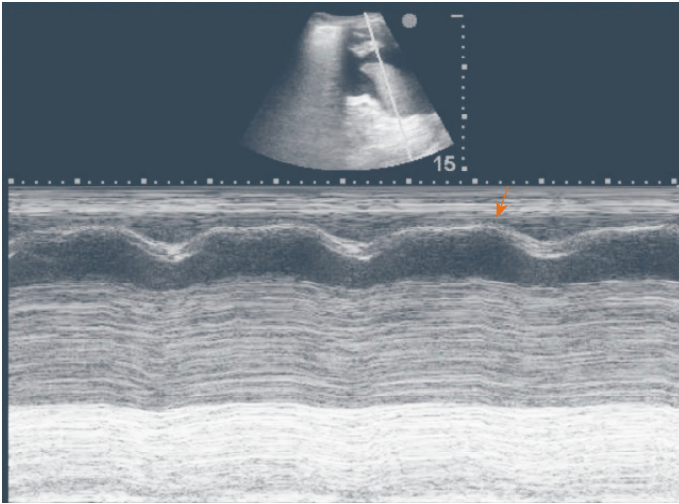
Ultrasonido pulmonar en donde se observa signo del senoide (flecha).
